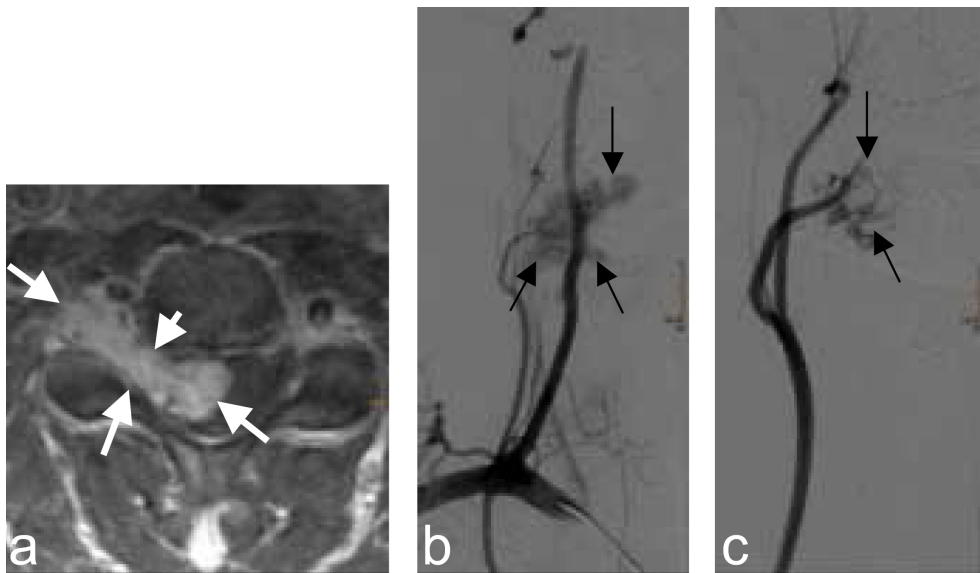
Darstellung eines Hämangioblastoms der Halswirbelsäule mit kräftiger Durchblutung im a) MRT (weiße Pfeile), b) in der Angiografie (schwarze Pfeile) vor und c) nach Verödung.
